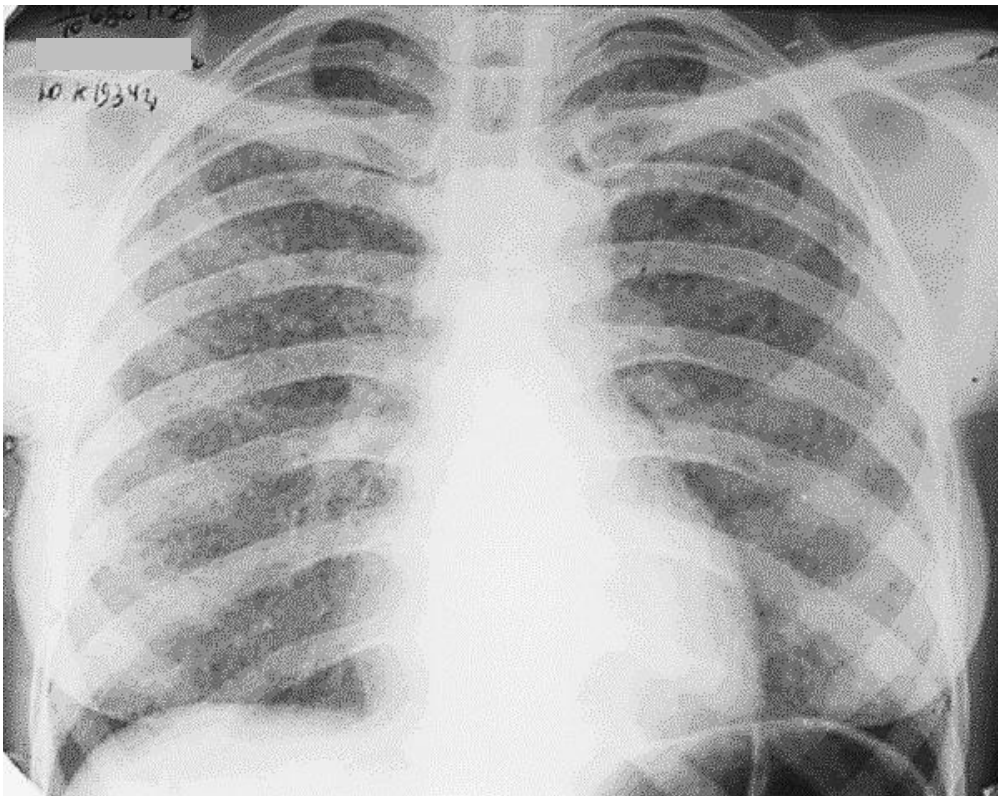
Рентгенограмма грудной клетки в прямой проекции. С обеих сторон на всем протяжении легочных полей определяется мелкоочаговая диффузная диссеминация. Гематогенно-диссеминированный (милиарный) туберкулез легких
